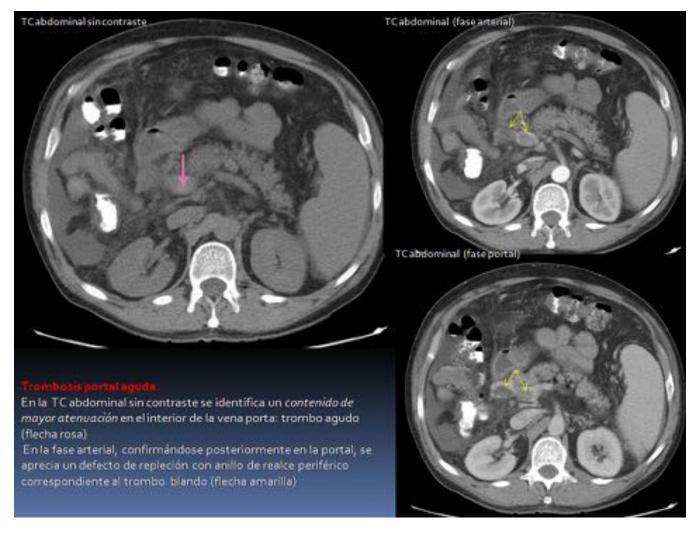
Trombosis portal aguda. Semiologia en la TC sin y con contraste.
